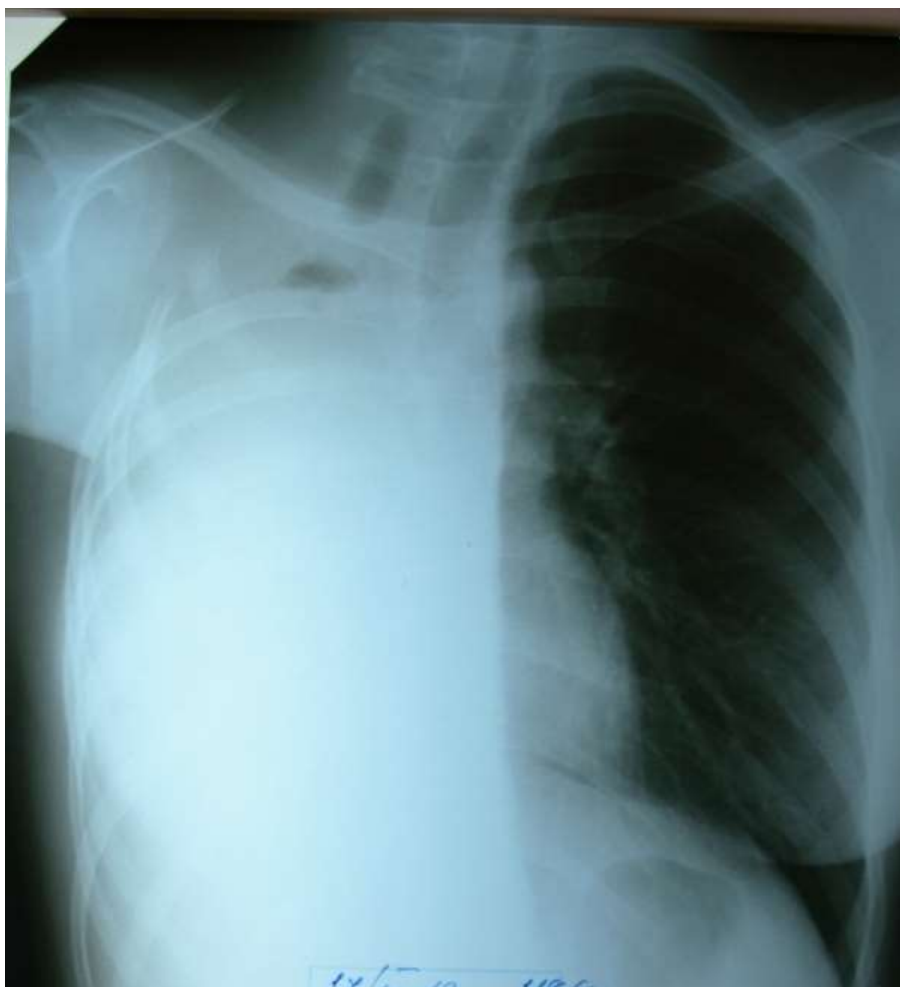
Обзорная рентгенограмма ОГК пациентки В. через 3 недели после VATS отсроченной 4х-реберной торакопластики и 2 месяца после VATS пневонэктомии справа
